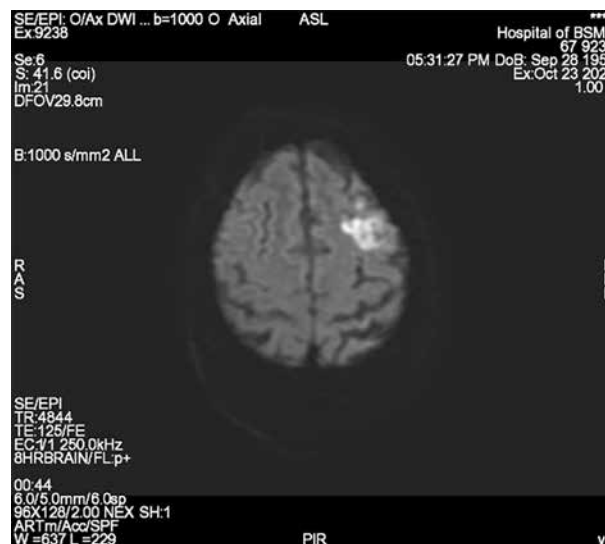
Зоны измененного сигнала в режиме DWI в левом полушарии головного мозга (ограничение диффузии) у пациентки Д., 67 лет, с острым ишемическим инсультом, острый период
